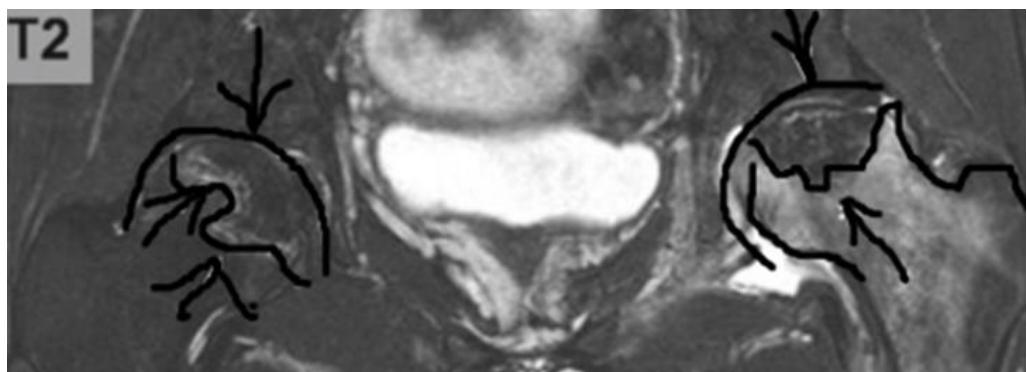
Imagine RMN stadiul IV
